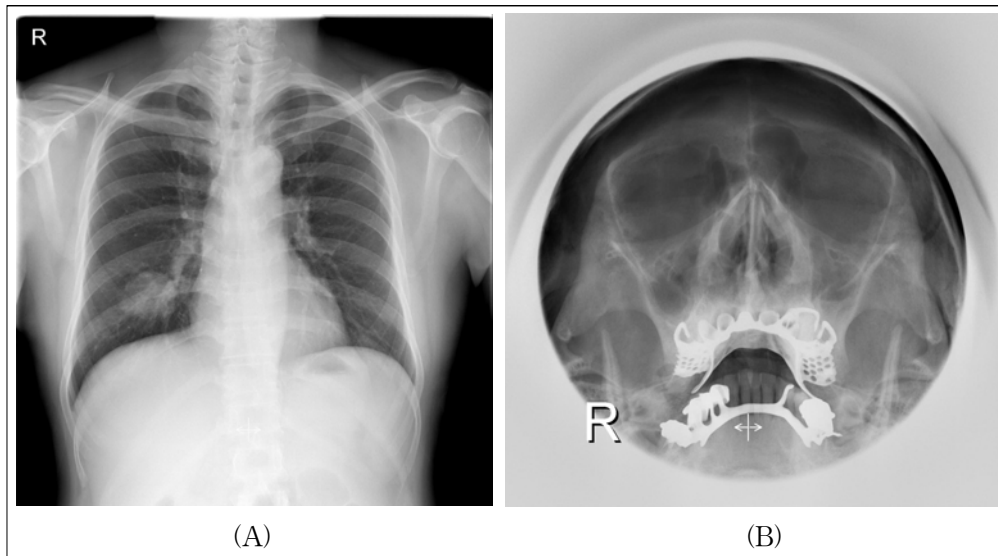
(A) An initial chest X-ray showed a soft tissue mass, approximately 4.5 cm in diameter, in the right lower lung field. (B) Water's view showed mucosal thickening of both maxillary sinuses.
